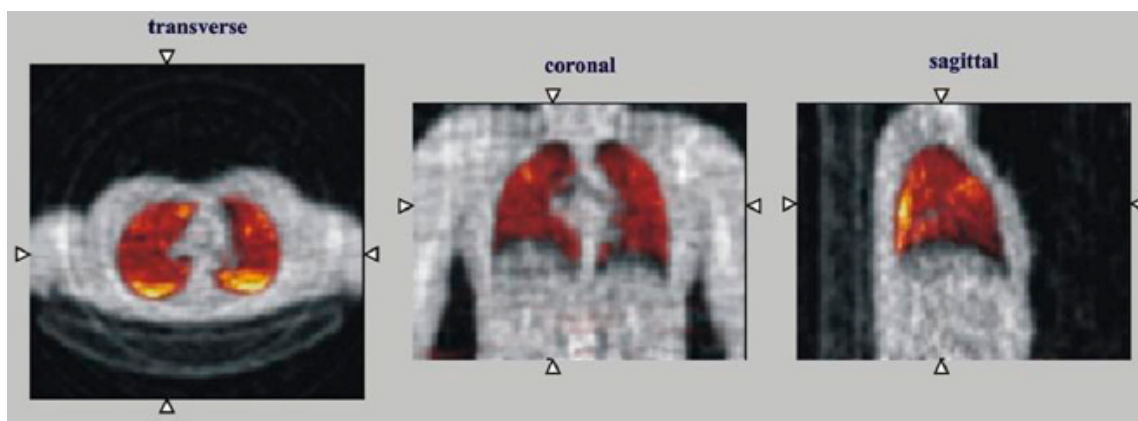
Examen TEP réalisé chez un patient asthmatique après inhalation d'un aérosol de ^{18}F -FDG. MMAD = $1,5 \mu\text{m}$. Coupes axiale (gauche), frontale (centre) et sagittale (droite) de 6 mm d'épaisseur. Extrait de [67].
